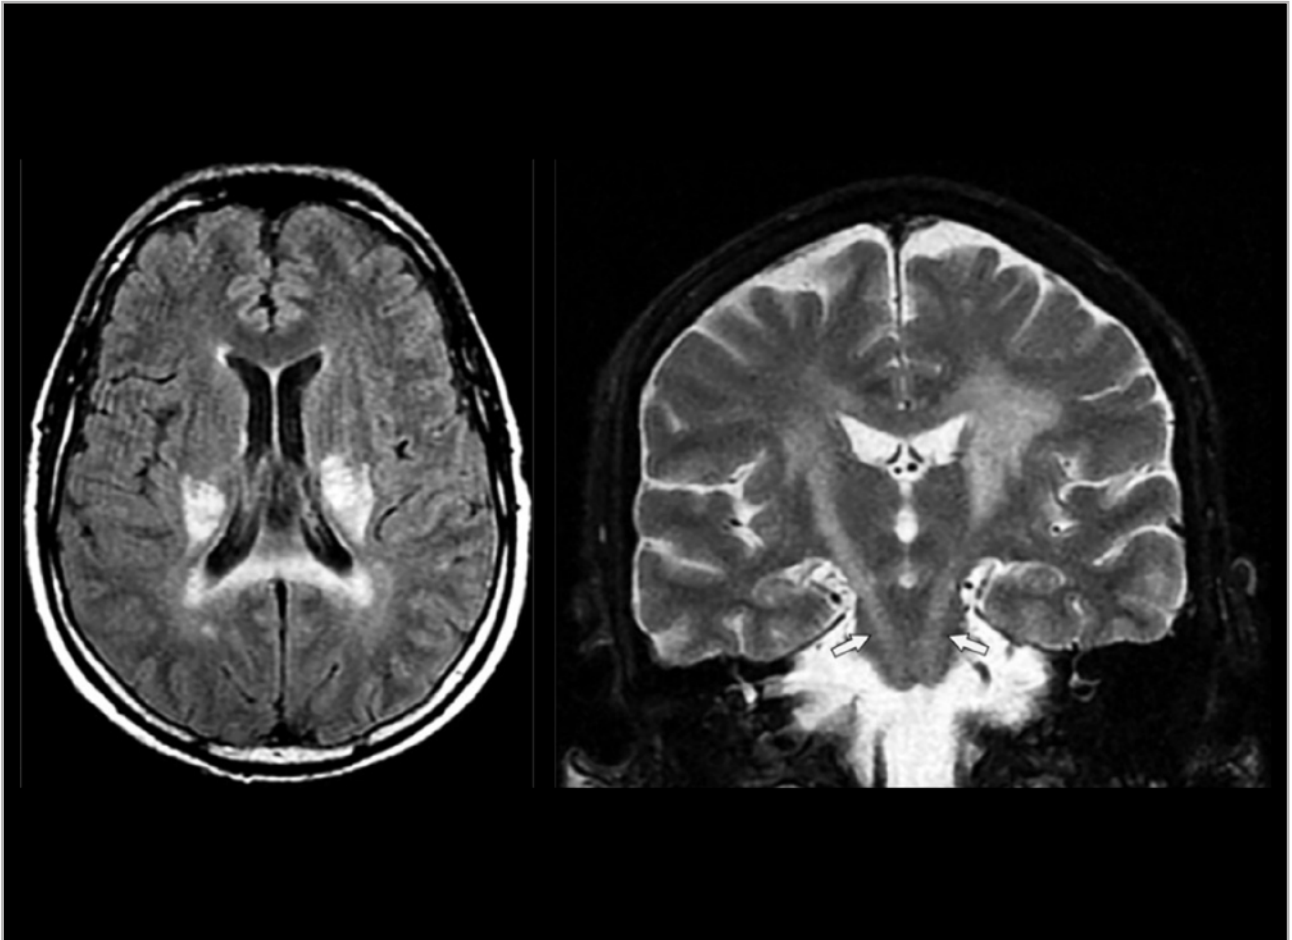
Hallazgos radiológicos en la enfermedad de Krabbe. Afectación predominante parietooccipital hiperintensa en T2 (imagen izquierda) y afectación del tracto piramidal en el corte coronal (imagen derecha). Radiographics. 2019;39(1):153-68.
